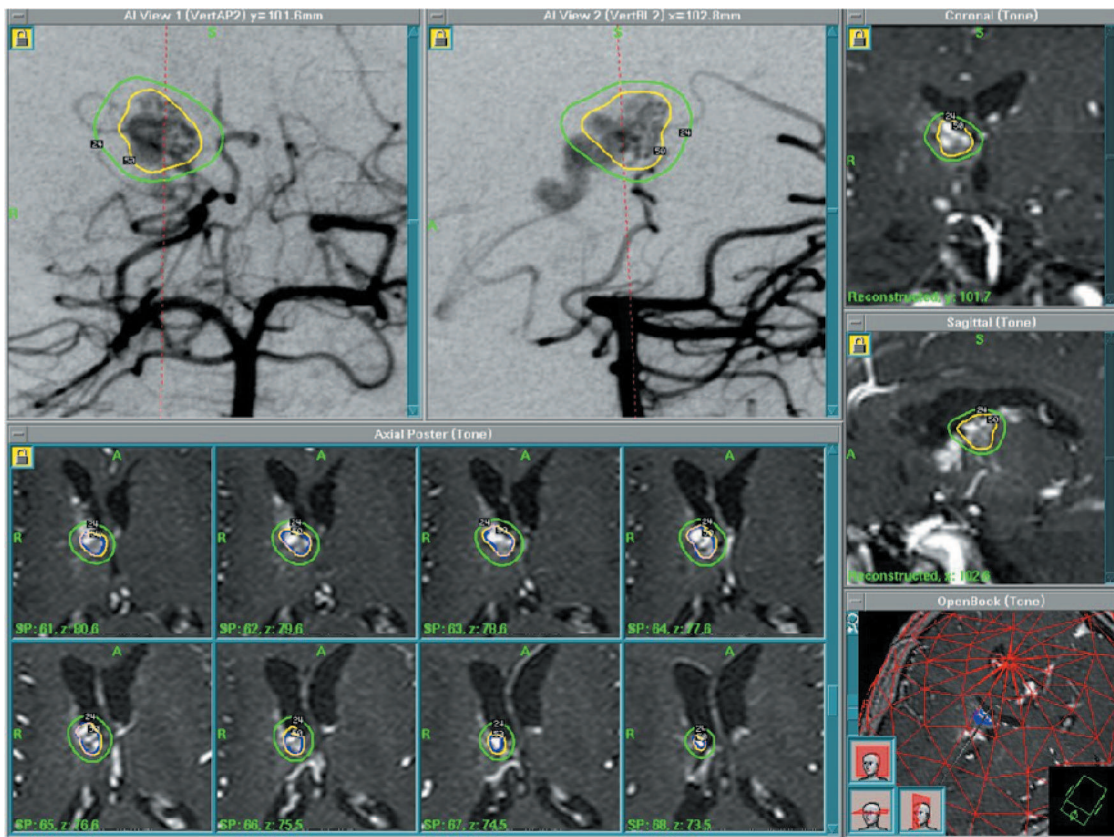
Exemple de planification dosimétrique réalisée pour le traitement par *Gamma Knife* d'une MAV cérébrale en utilisant une combinaison d'images angiographiques stéréotaxiques de face et de profil et d'IRM-3D.
